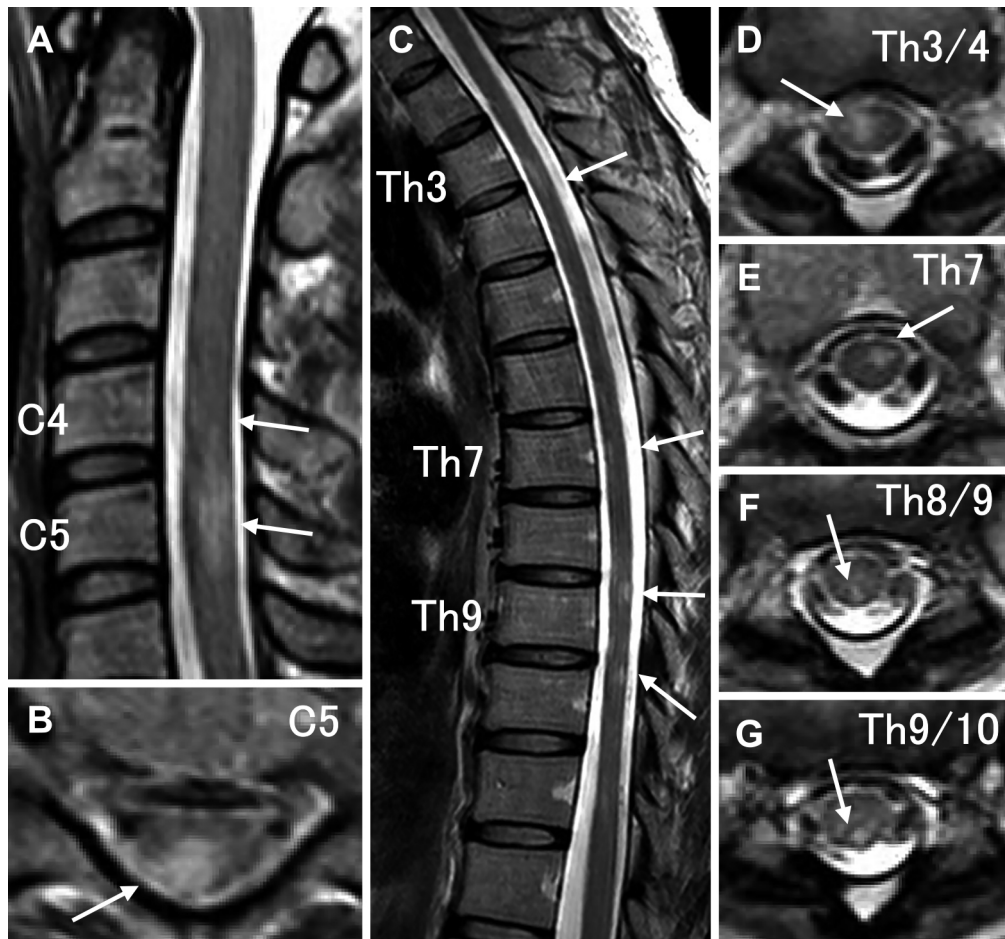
Spine MRI findings at the age of 41.
